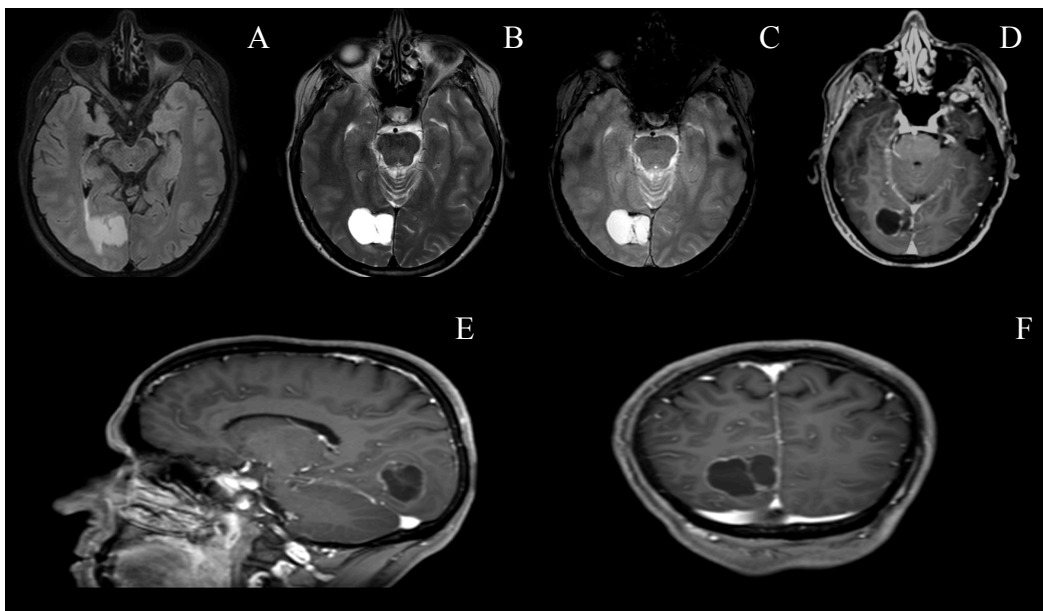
Lesão Occipital direita - As imagens em FLAIR ( A ) , T2( B ) e T2\* ( C ) demonstram hipersinal . Na imagem ponderada em T1 no plano axial, sagital e coronal ( D , E e F ) , após administração do gadolínio, visualiza-se uma captação de contraste à volta do tumor .
